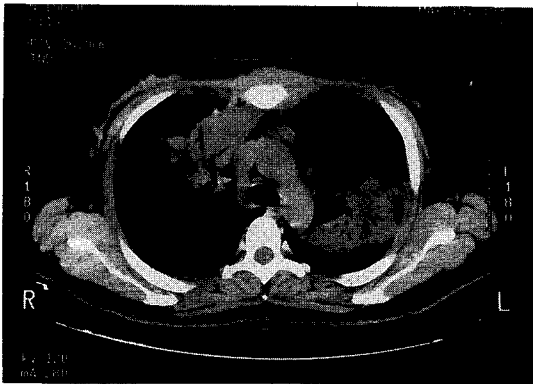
Chest CT scan shows consolidation with air-bronchogram in both upper lung fields.
